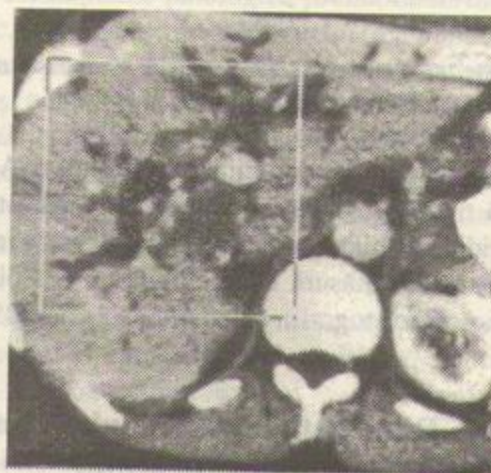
Secțiune CT prin ficat, evidențiind dilatația pronunțată a canalelor biliare (cancer de cap al pancreasului).
